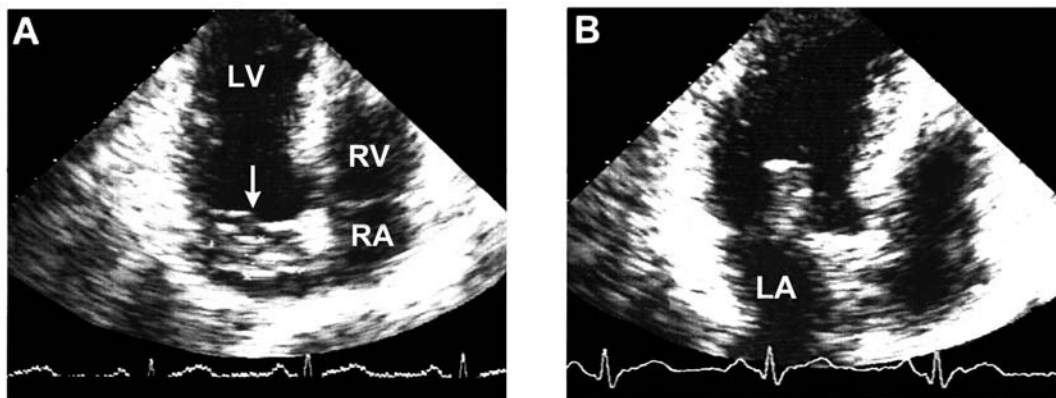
Panel A: Apical four-chamber view by transthoracic echocardiography demonstrating a large mass (arrow) in the left atrium (LV = left ventricle, RV = right ventricle, RA = right atrium). Panel B: the tumour is prolapsing into the left ventricle during diastole (LA = left atrium).
